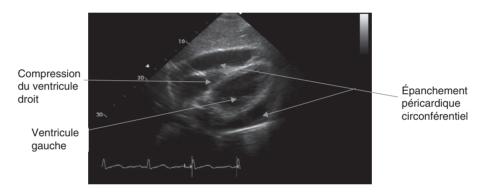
Aspect de compression du ventricule droit et d'épanchement péricardique abondant témoignant d'une tamponnade en échographie transthoracique (voie sous-costale).
